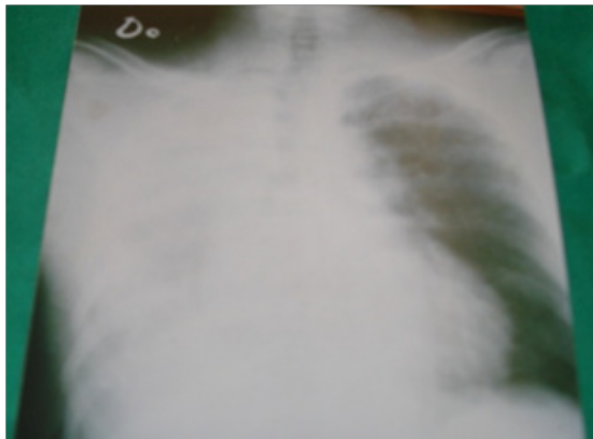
Cliché radiologique à J5 de drainage, montrant le retour du poumon au 4/5e avec comblement du cul de sac costo-diaphragmatique. Nous avons procédé à la mobilisation du drain. / X-ray image at D5 of drainage, showing the return of the lung to the 4 / 5th with filling of the costo-diaphragmatic sac. We proceeded to mobilize the drain
